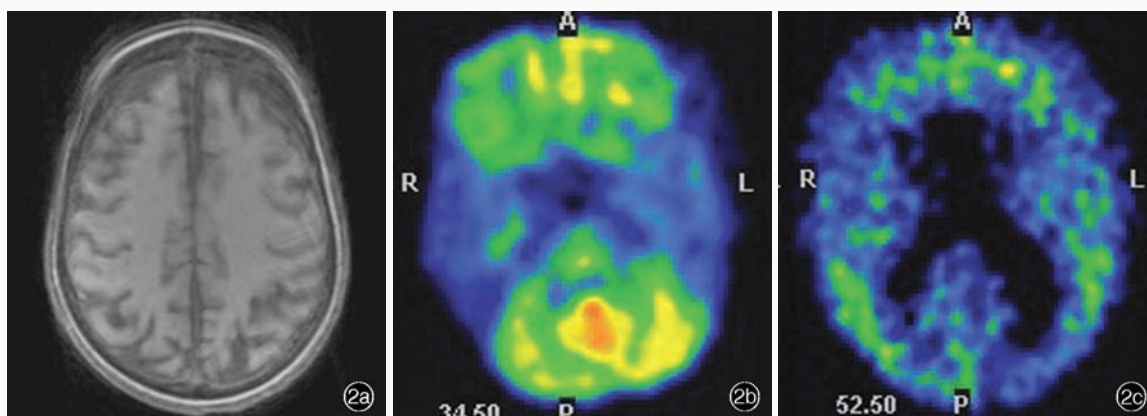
女性患者,66岁,临床诊断为后部皮质萎缩。头部影像学检查所见 2a 横断面T<sub>1</sub>WI显示脑萎缩 2b <sup>18</sup>F-FDG PET显示,双侧额颞顶枕联合区皮质、楔前叶、扣带回、额叶和左侧尾状核葡萄糖代谢明显降低(黄色和绿色区域所示) 2c <sup>11</sup>C-PIB PET显示,双侧额颞顶枕联合区皮质放射性<sup>11</sup>C-PIB滞留(绿色区域所示)、小脑皮质廓清
